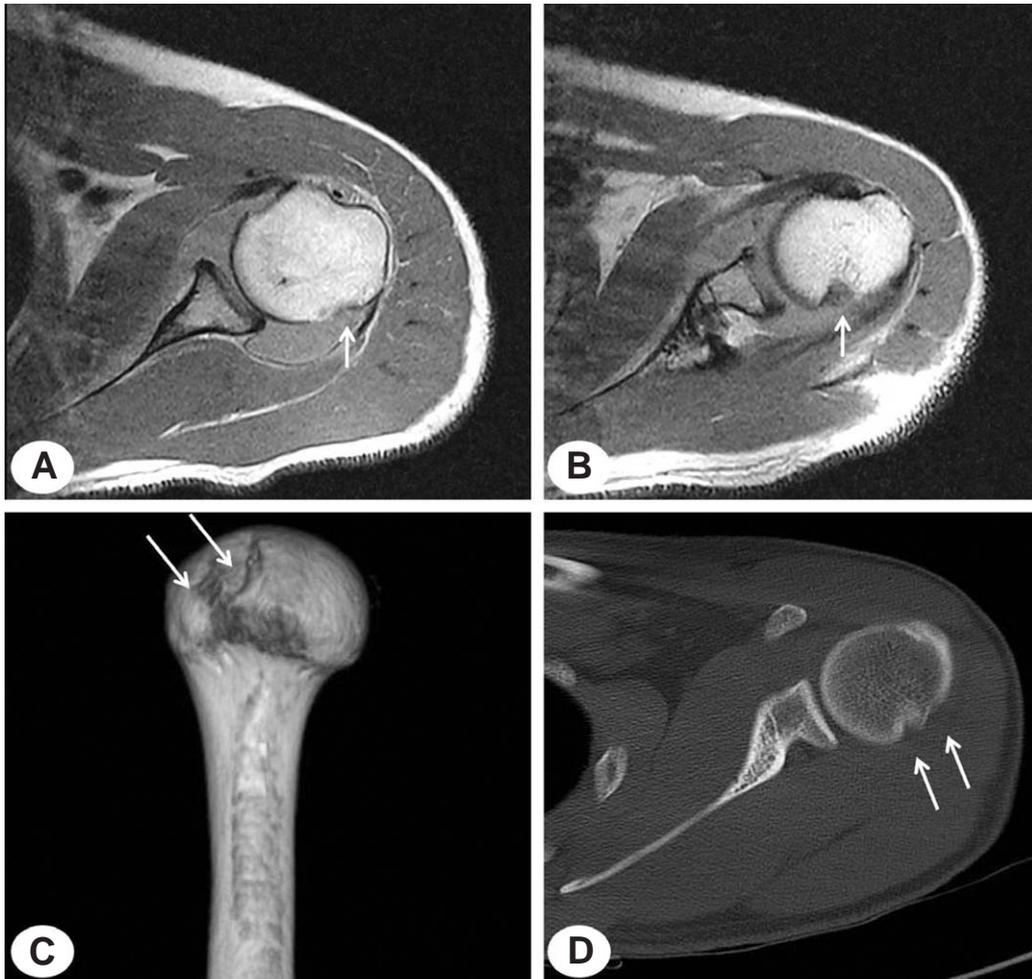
(A, B) MR-arthrogram of the patient shows Double Hill-Sachs lesion in humeral head, medial Hill-Sachs lesion (A), lateral Hill-Sachs lesion (B). (C, D) CT of the patient shows Double Hill-Sachs lesion in humeral head
